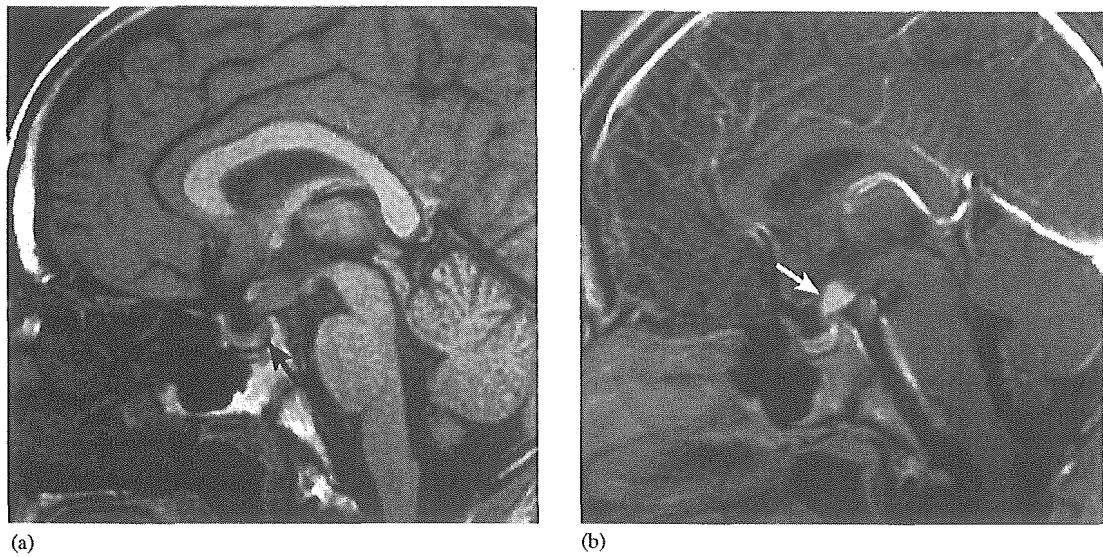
Case 9. Neurohypophyseal germinoma in a 15-year-old boy. Sagittal T1-weighted MR image (SE 400/20) (a) shows the absence of normal signal hyperintensity in the posterior pituitary (arrow). Sagittal post-gadolinium T1-weighted MR image (SE 400/20) (b) shows a small tumor involving the upper portion of the infundibulum (arrow).
